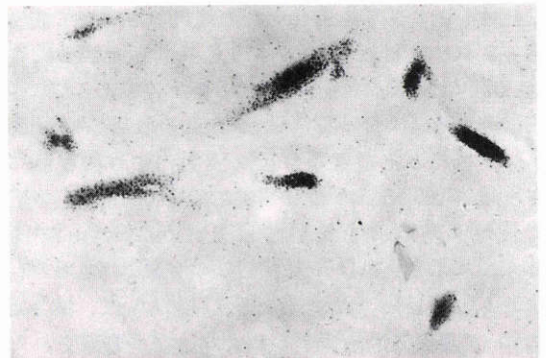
術後28日目(角膜レンズ中央), H-E染色(^3H -proline autoradiography), $\times 200$
